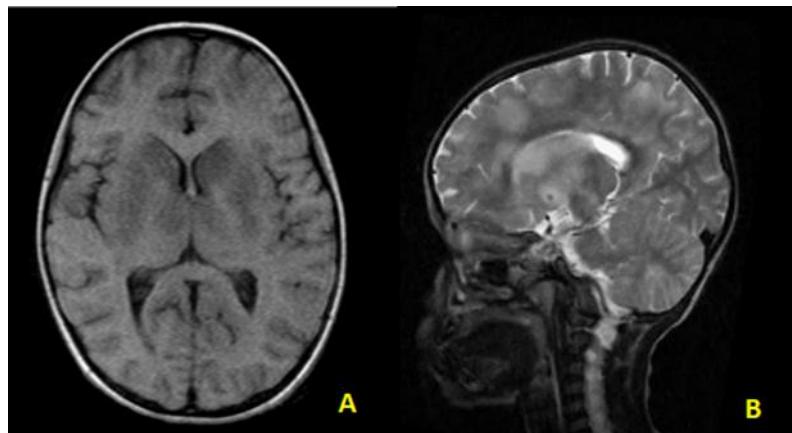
RMN secuencia T1.
